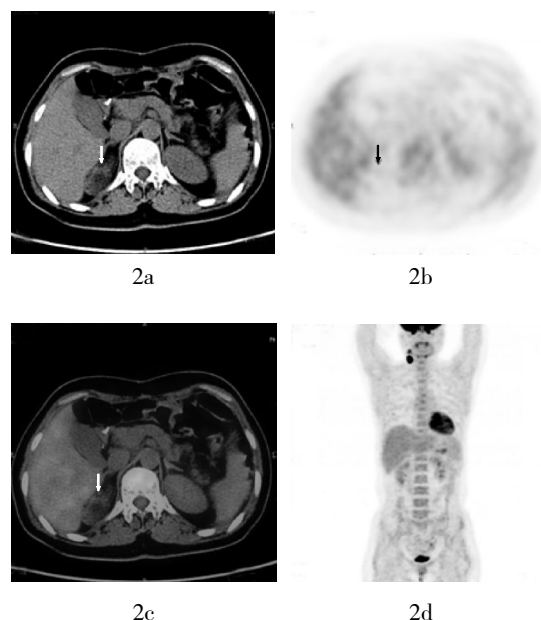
肾上腺良性病变患者的PET-CT图像 患者女性,41岁,胃癌术后。图2a:右侧肾上腺肿块的CT图像;图2b:右侧肾上腺病灶¹⁸F-FDG代谢未见增高的PET图像;图2c:肾上腺PET-CT融合图像,箭头示病灶;图2d:全身PET图像,示右颈部淋巴结转移。
